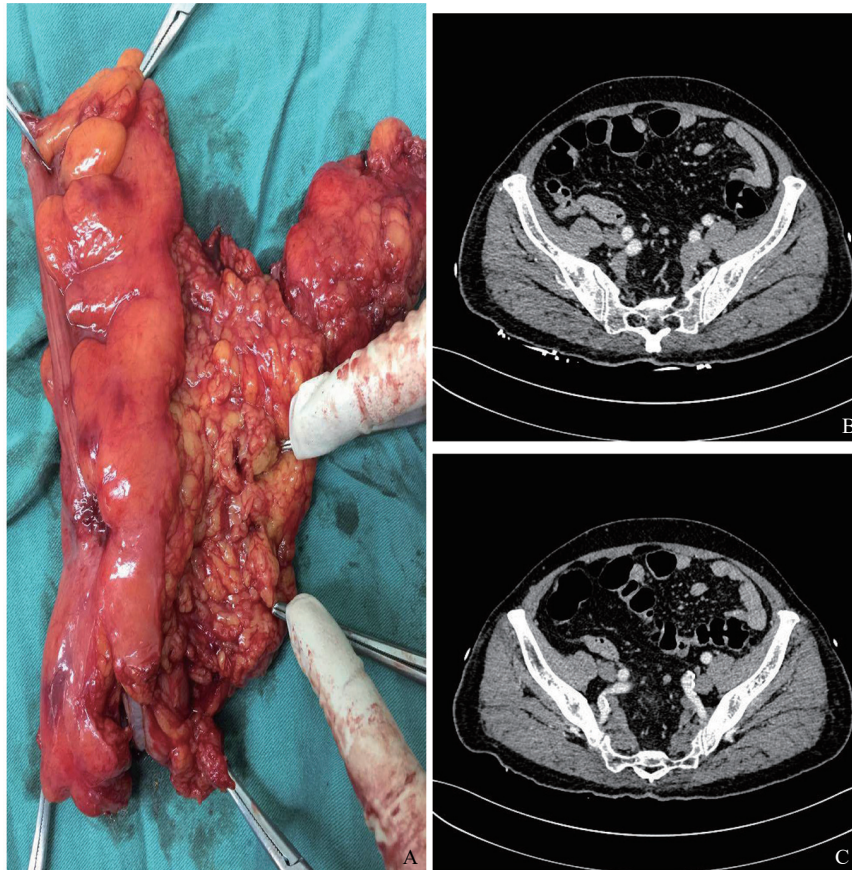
典型病例（患者，男性，70岁，溃疡型腺癌）淋巴结术中离体标本与CT影像的标记匹配
